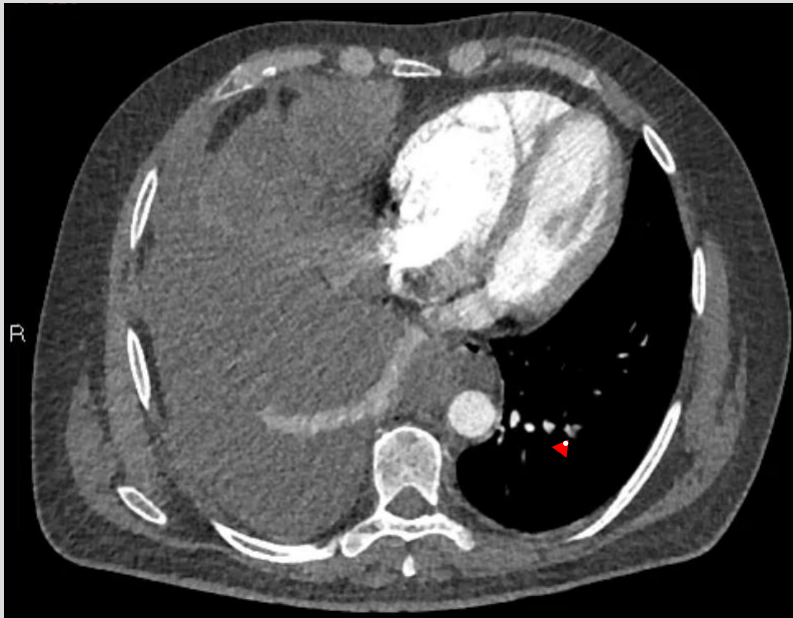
TC de tórax con contraste protocolo TEP
